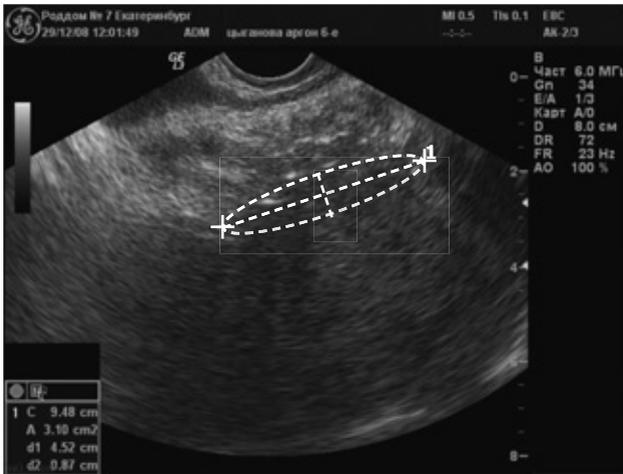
А3 - УЗИ на 4-е сутки после КС с применением АПК. Отсутствие инфильтрации и экссудата в швах на матке, в предпузырной клетчатке и передней брюшной стенке
